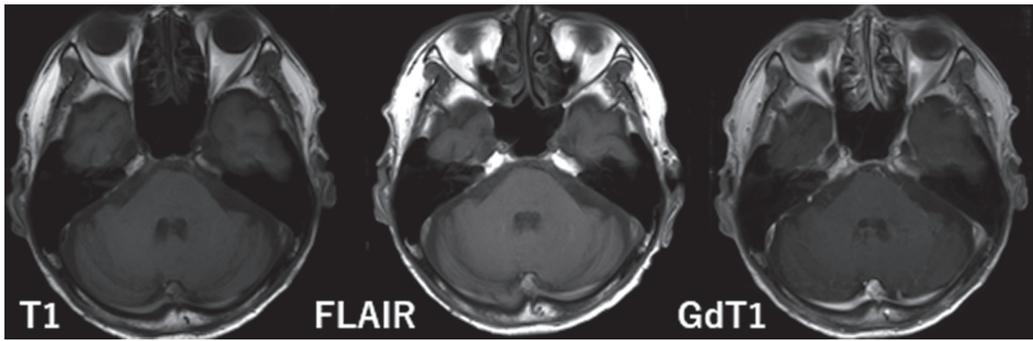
眼科より当科へ紹介時の頭部MRI。所見はみられない。
